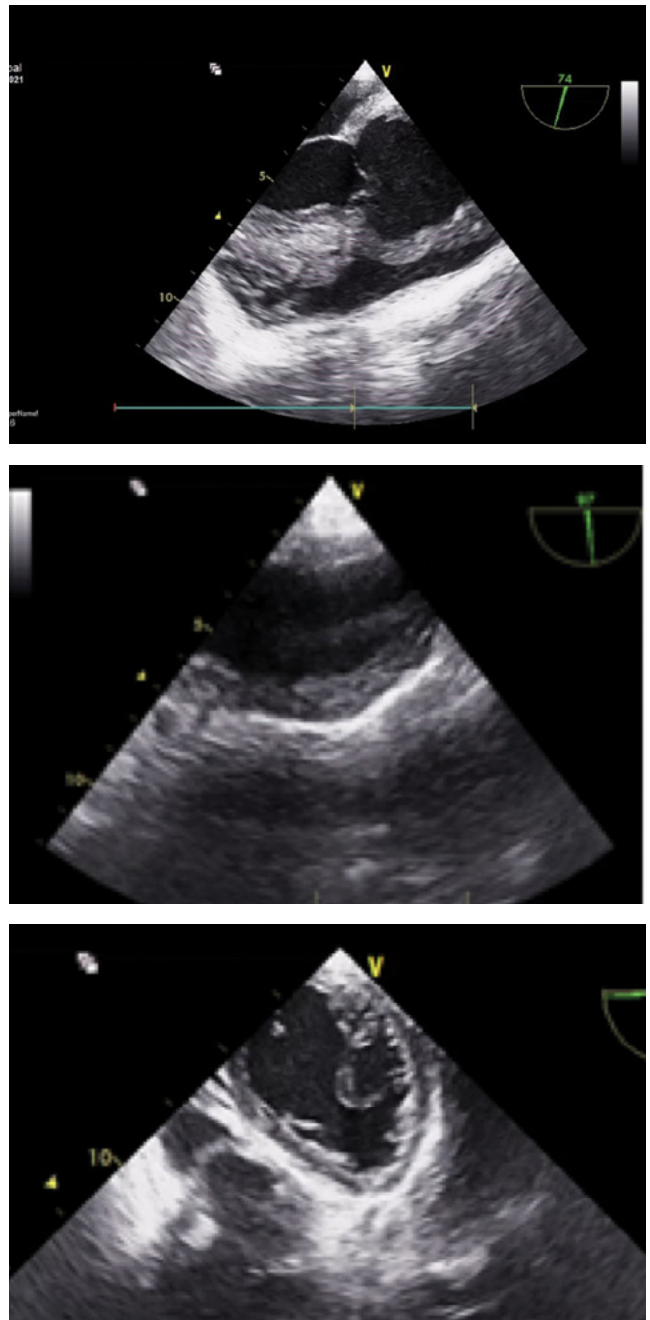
Ecocardiografía transesofágica que muestra imágenes típicas de Aortitis, fíjese el engrosamiento de las paredes de la aorta. Fuente: Laboratorio de ecocardiografía de CEDIMAT
